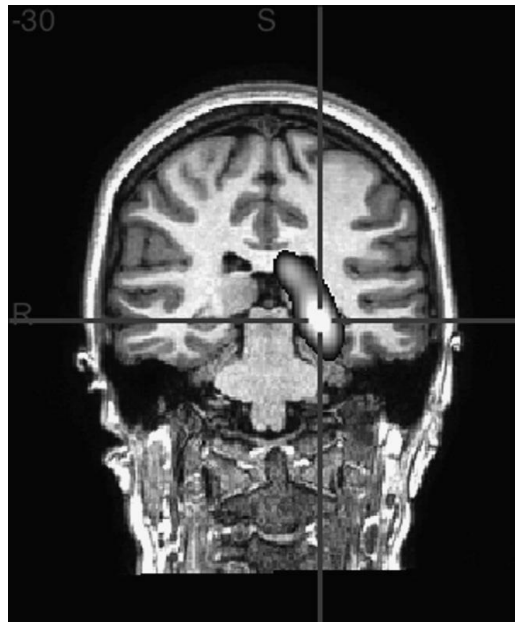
Imagen obtenida por SPECT en periodo ictal, correlacionada con MRI que muestra incremento del fluido sanguíneo en la región mesial del lóbulo izquierdo y en el tálamo izquierdo (tomada de <sup>36</sup>)
